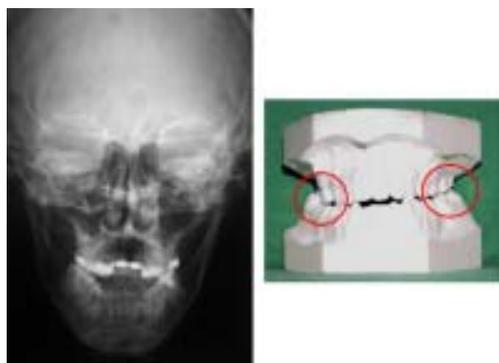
Teleradiografia em norma frontal. Manipulação dos modelos em classe I de canino evidenciando mordida cruzada posterior.
